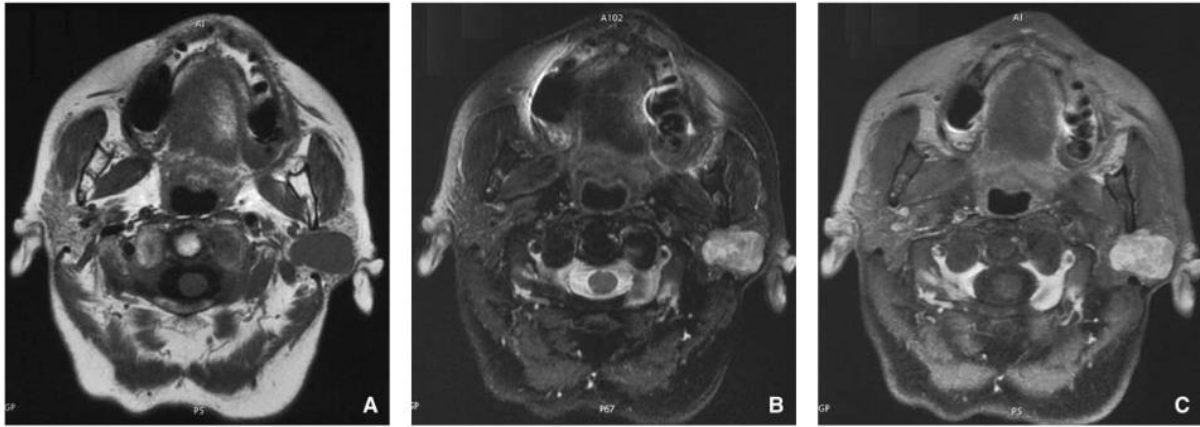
Examen IRM d'un adénome pléomorphe. La tumeur est polylobée, à contours réguliers, prenant la partie superficielle et profonde de la glande parotidienne gauche. La tumeur apparaît en hyposignal en séquence pondérée T1 (A), en hypersignal hétérogène en séquence pondérée T2 (B) et se rehausse de façon hétérogène après injection de gadolinium (C) [12].
